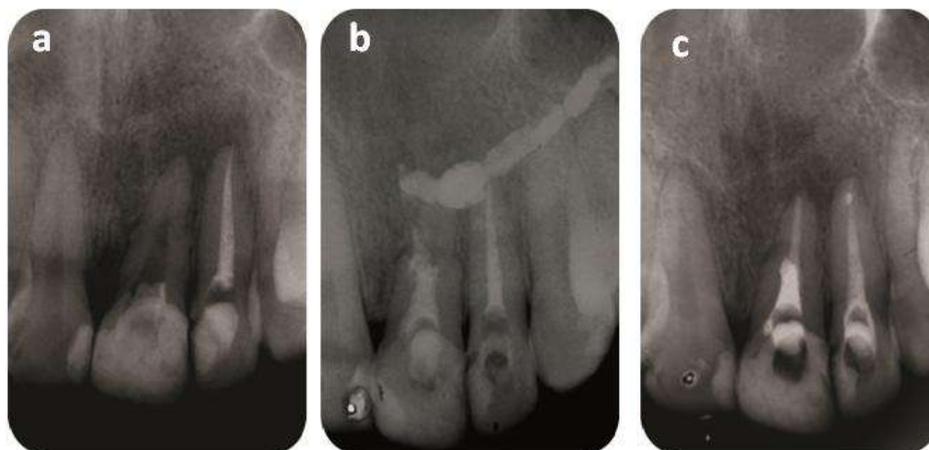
Radiografia pré operatória do dente 21(a), após a colocação da pasta de hidróxido de cálcio (b), obturação do canal após 30 dias (c).
